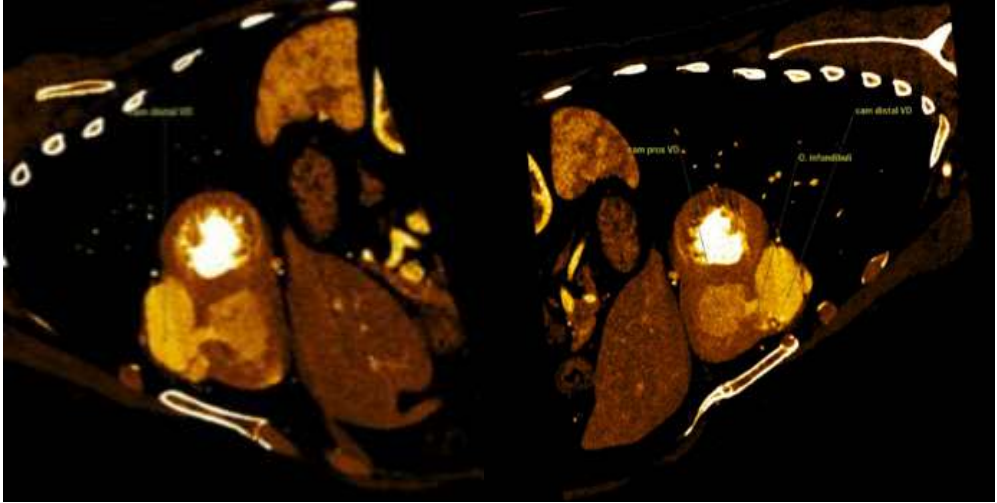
TAC cardíaco con imagen de ventrículo derecho de doble cámara.
